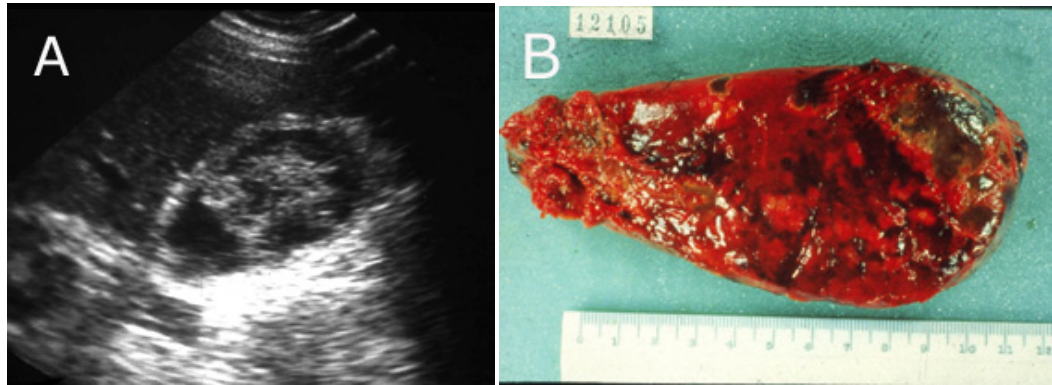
A- Imagen en ecografía de colecistitis aguda alitiásica isquémica. B- Pieza operatoria que muestra una colecistitis alitiásica con gangrena vesicular por isquemia.
